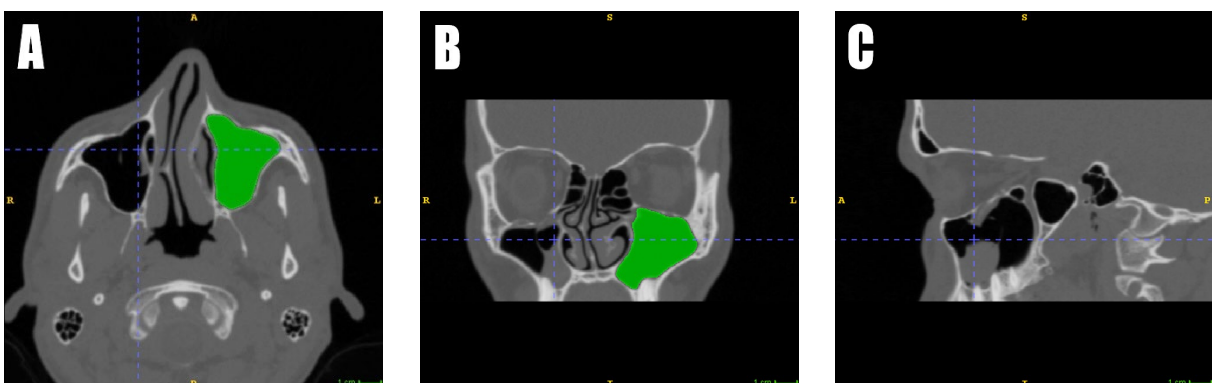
CT-Aufnahme mit stark dislozierter Orbitabodenfraktur rechts in (A) axialer, (B) koronaler und (C) sagittaler Ansicht dargestellt mit linksseitig gemessenem Volumen (grün)
